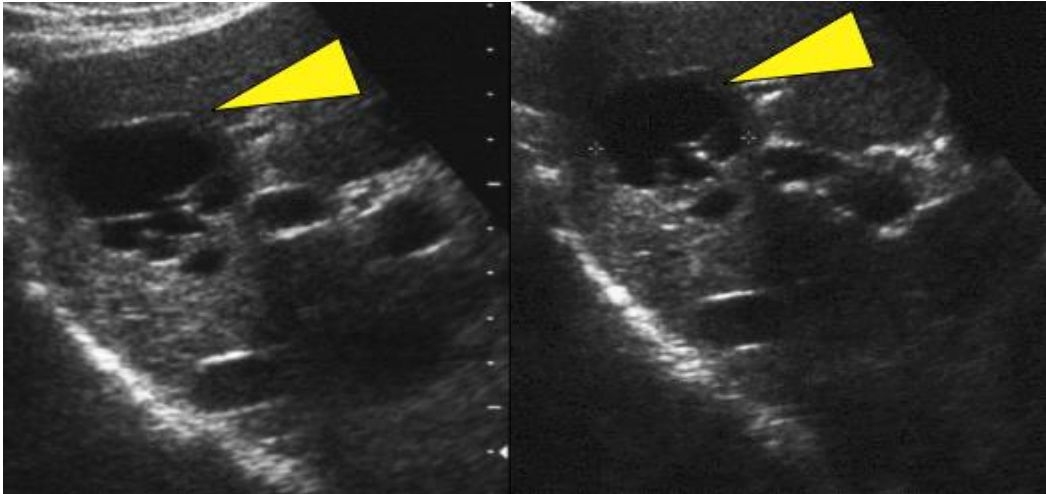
Images d'échographie abdominale montrant des kystes biliaires simples [26].
